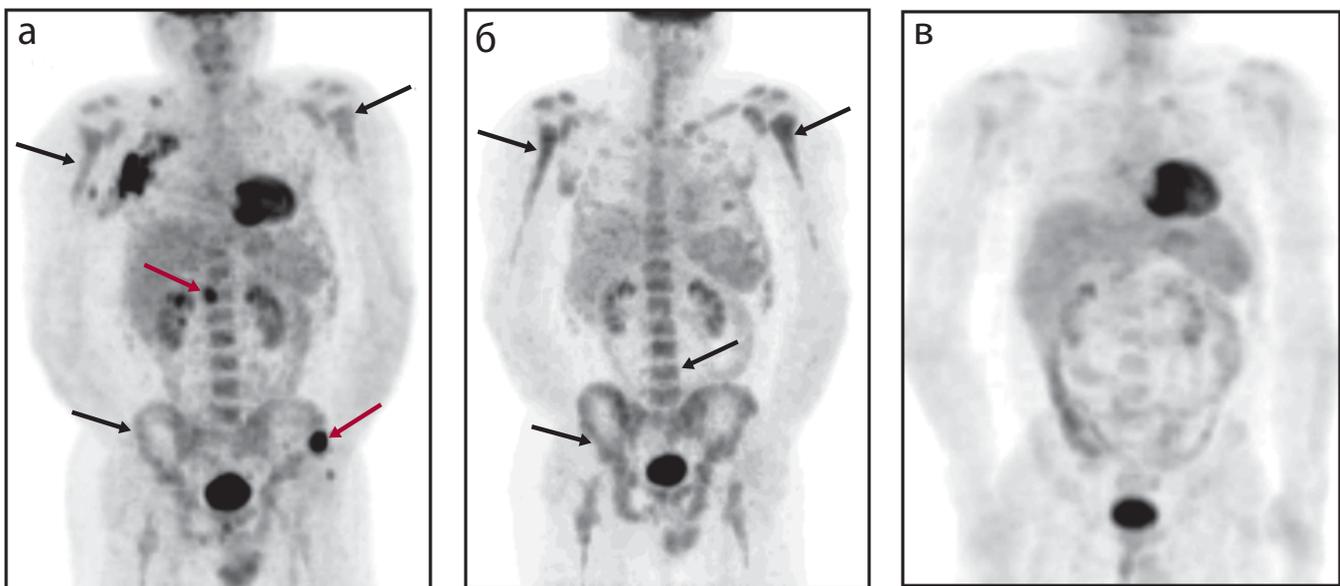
Особенности ПЭТ-визуализации у пациента с диффузной В-крупноклеточной лимфомой:
